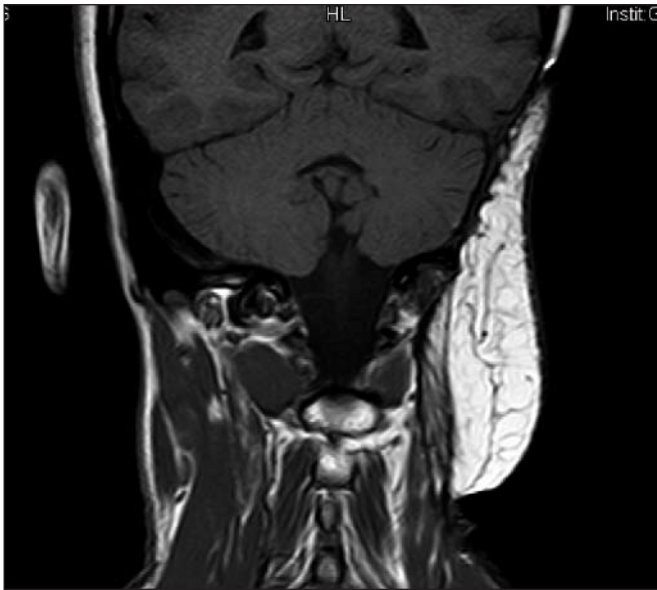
Resonancia magnética a los 3 años de la intervención, en la que se observa la cobertura que proporciona el colgajo, sin espacios muertos, ni signos de recidiva tumoral.
